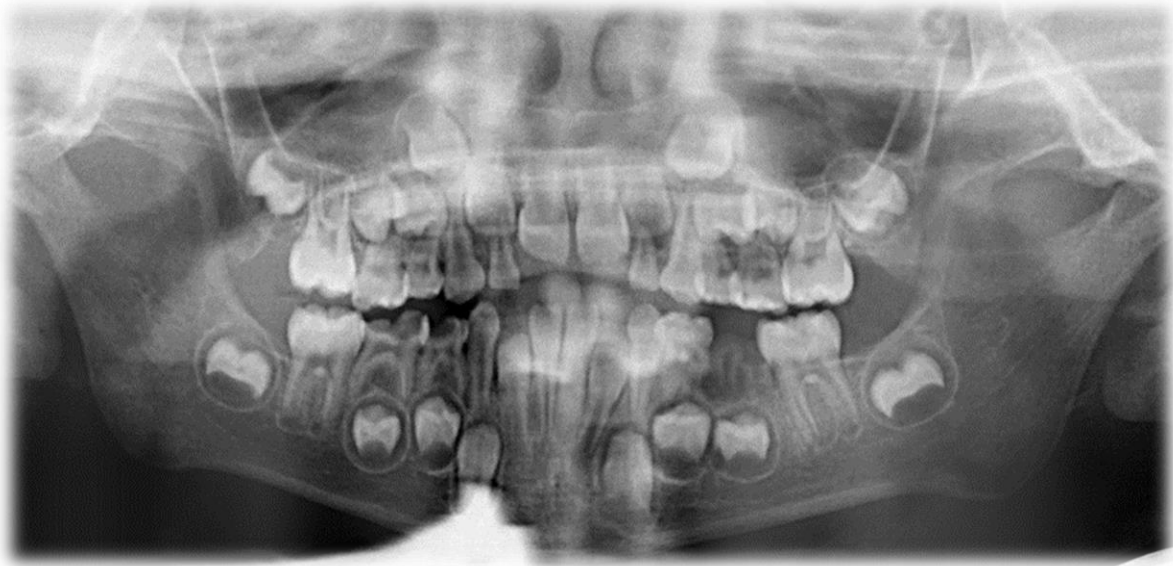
Ortopantomografía de la paciente 3644
